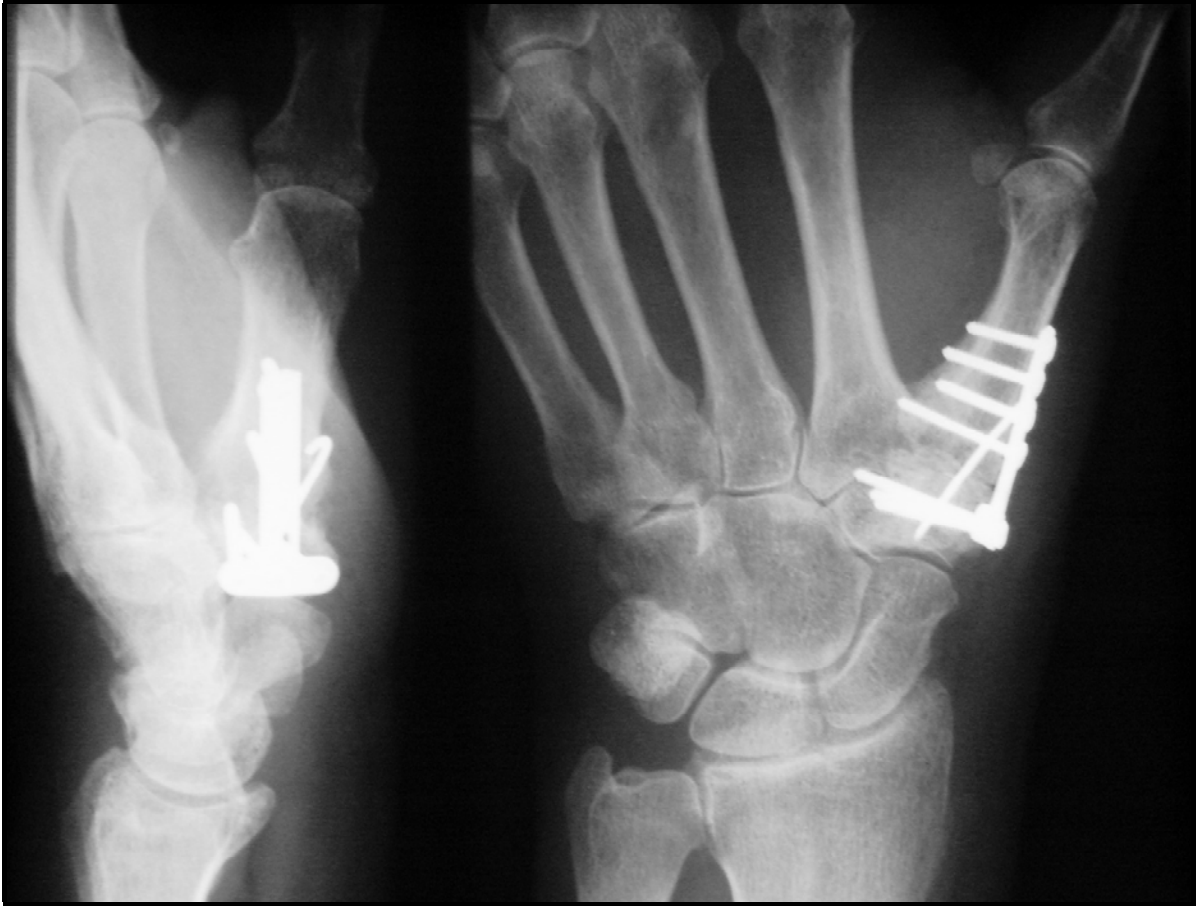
Röntgenbilder nach durchgeführter Daumensattelgelenksarthrodese.
